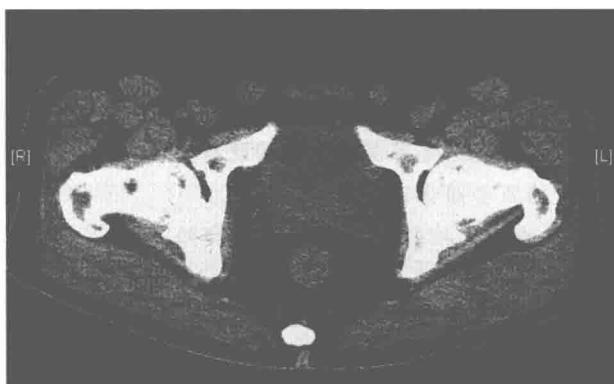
CT 平扫横截面,前列腺增生突向膀胱
